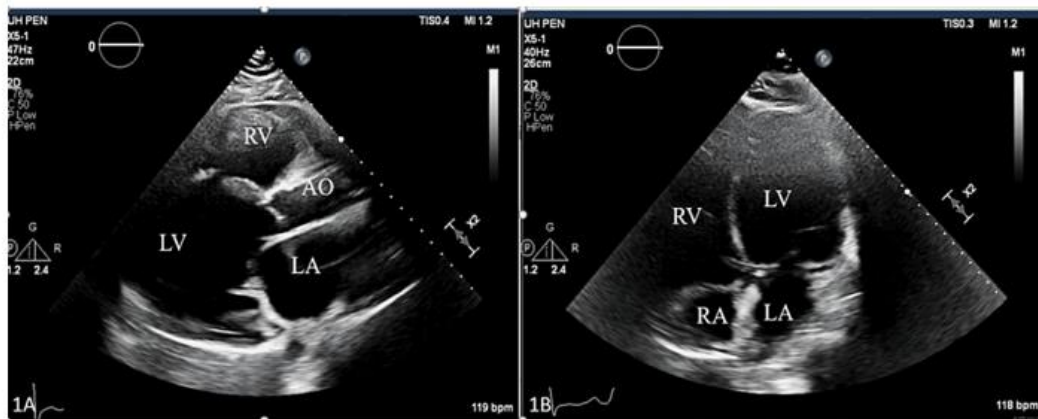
Parasternal long and four-chamber apical view demonstrating severely dilated left ventricle (LV), dilated left atrium (LA), right ventricular (RV) dysfunction, the right atrium (RA), and the aorta (AO).
